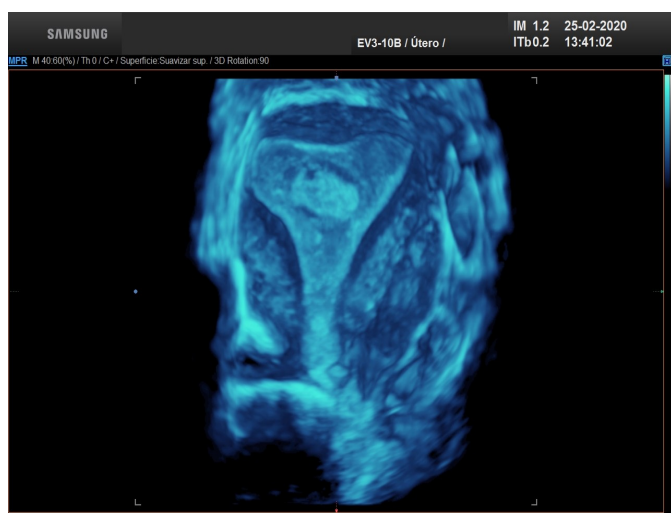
Imagen de ecografía 3D que muestra un pólipo endometrial en la pared posterior del cuerpo uterino.
